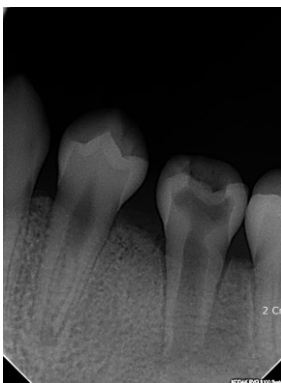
Periapical radiograph at initial examination.
